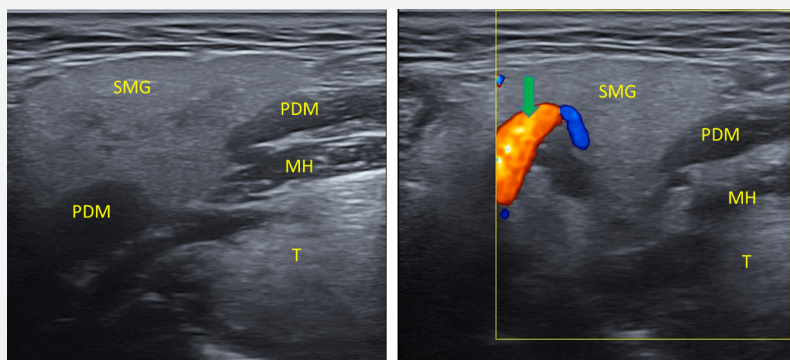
정상 악하선의 초음파영상 (SMG: submandibular gland, PDM: posterior digastric muscle, MH: mylohyoid muscle, T: tongue / 붉은 화살(녹색): external carotid artery)
